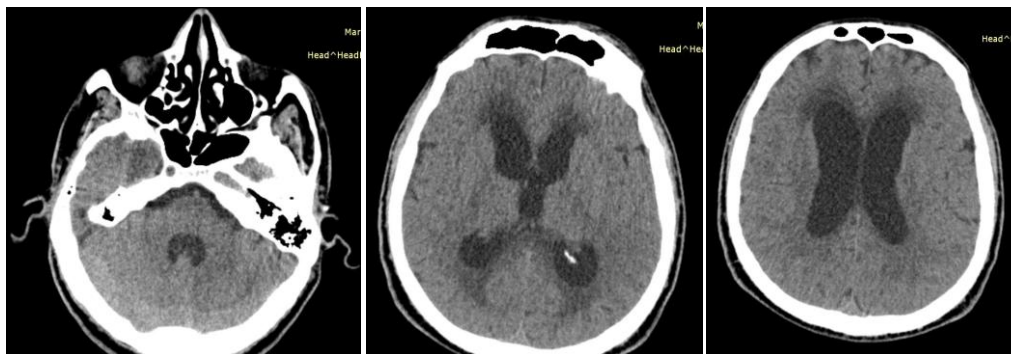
КТ головного мозга пациента Ф., история болезни №7508, от 20.04.2014 (аксиальные срезы)
